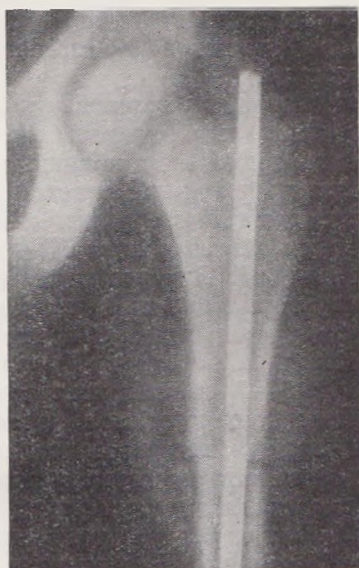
Рентгенограмма того же больного после остеосинтеза металлическим стержнем.
